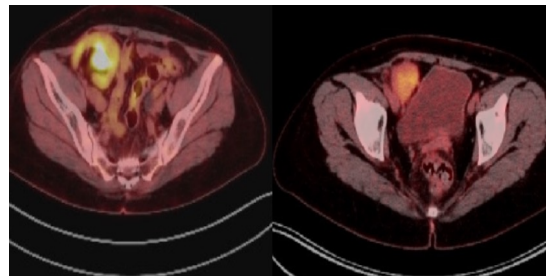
PET CT 11 meses post tratamiento
